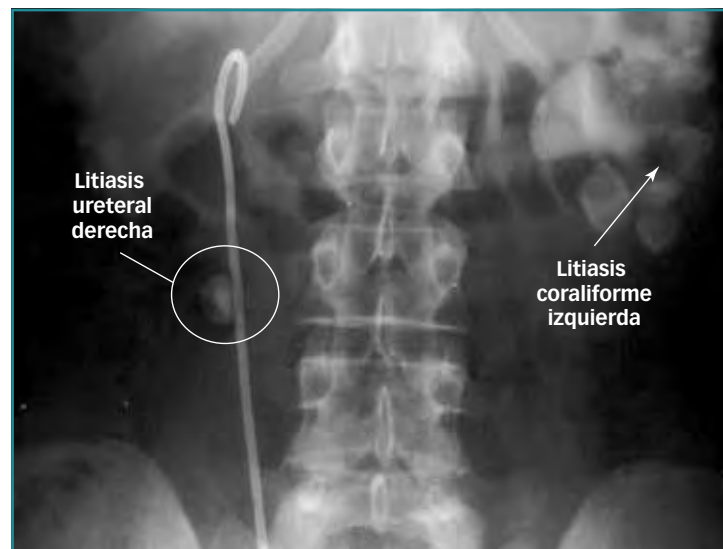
Radiografía simple de abdomen con catéter doble J derecho y litiasis ureteral derecha. Se observa también litiasis coraliforme izquierda.
